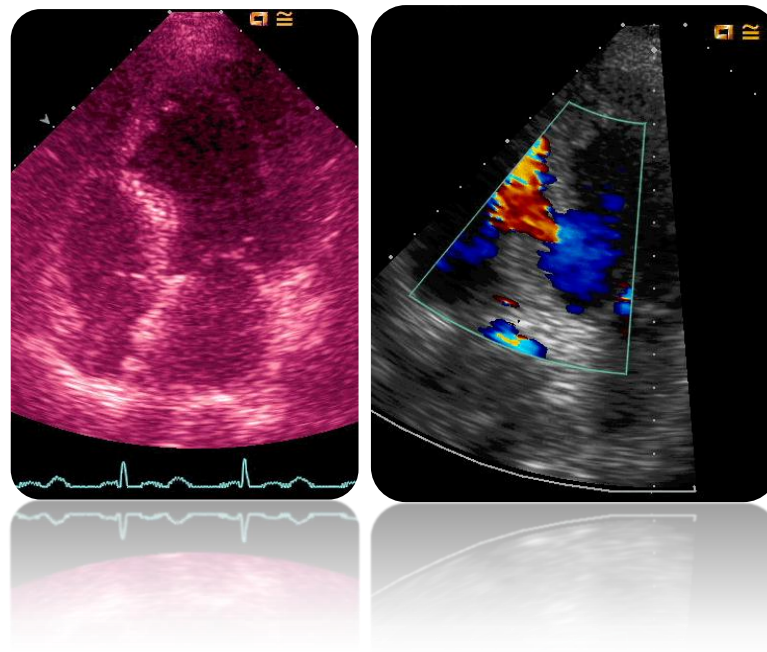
Cedidas por el Dr. Ruiz Bailen. A la izquierda, imagen de ETT en eje largo paraesternal, donde se aprecia zona septal media-apical adelgazada y con línea de continuidad. A la derecha en el mismo eje, zona de flujo sanguíneo (por doppler color) interventricular por lugar de ruptura a nivel septal medio.
